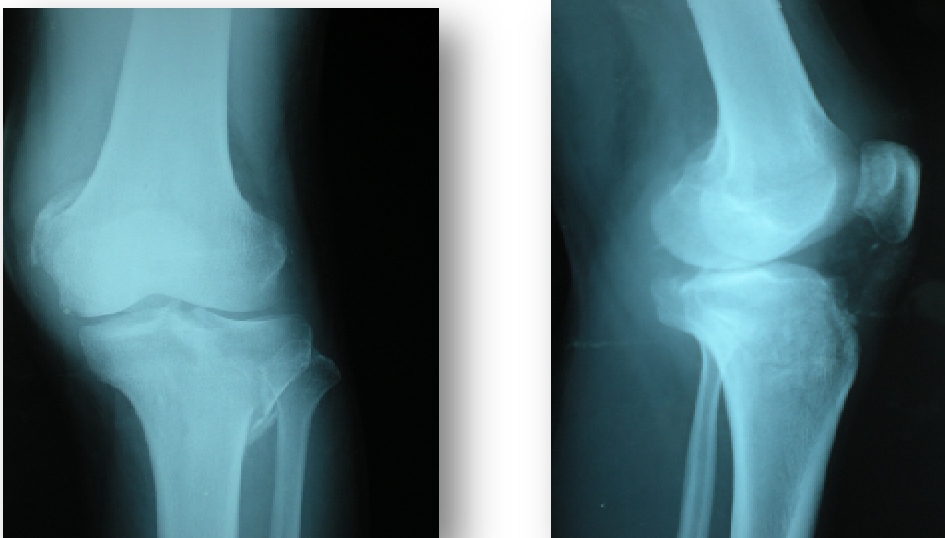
radiographie standard face et profil montrant une fracture spinotibérositaire du tibia
